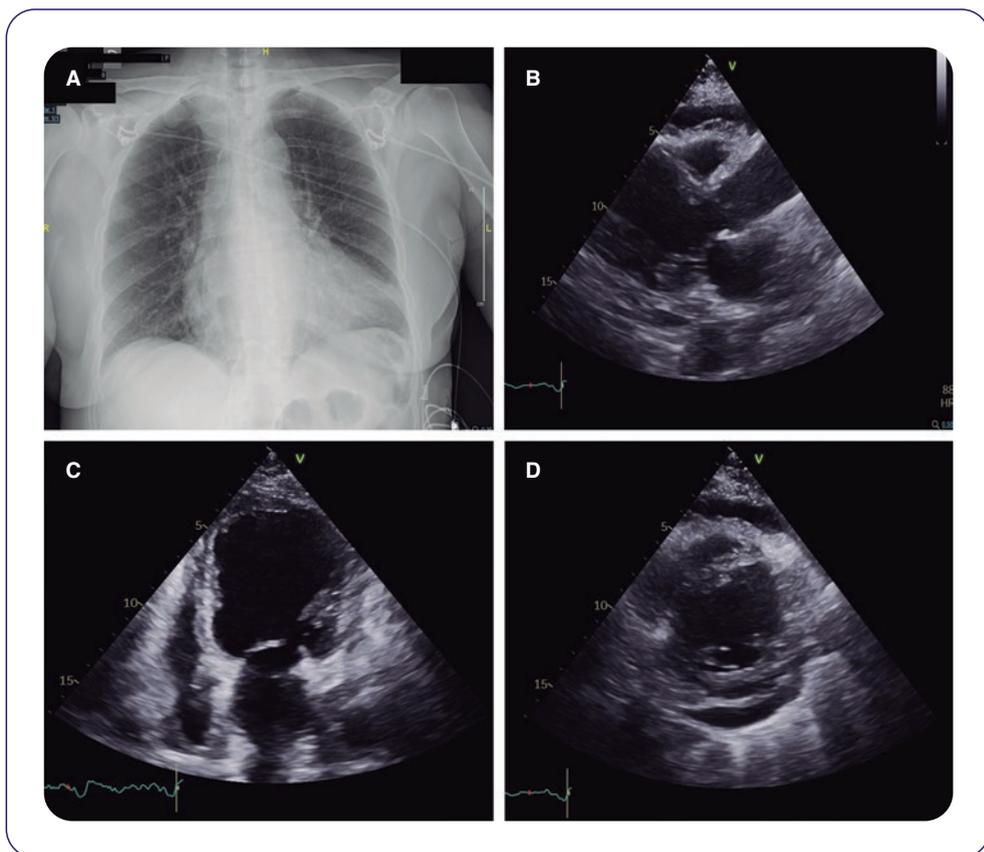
Ingreso en el servicio de cardiología por descompensación de insuficiencia cardíaca con derrame pericárdico grave. A: radiografía de tórax realizada en el servicio de urgencias hospitalarias previo al ingreso. B, C y D: ecocardiografía transtorácica realizada durante el ingreso hospitalario previamente a la realización de pericardiocentesis.
